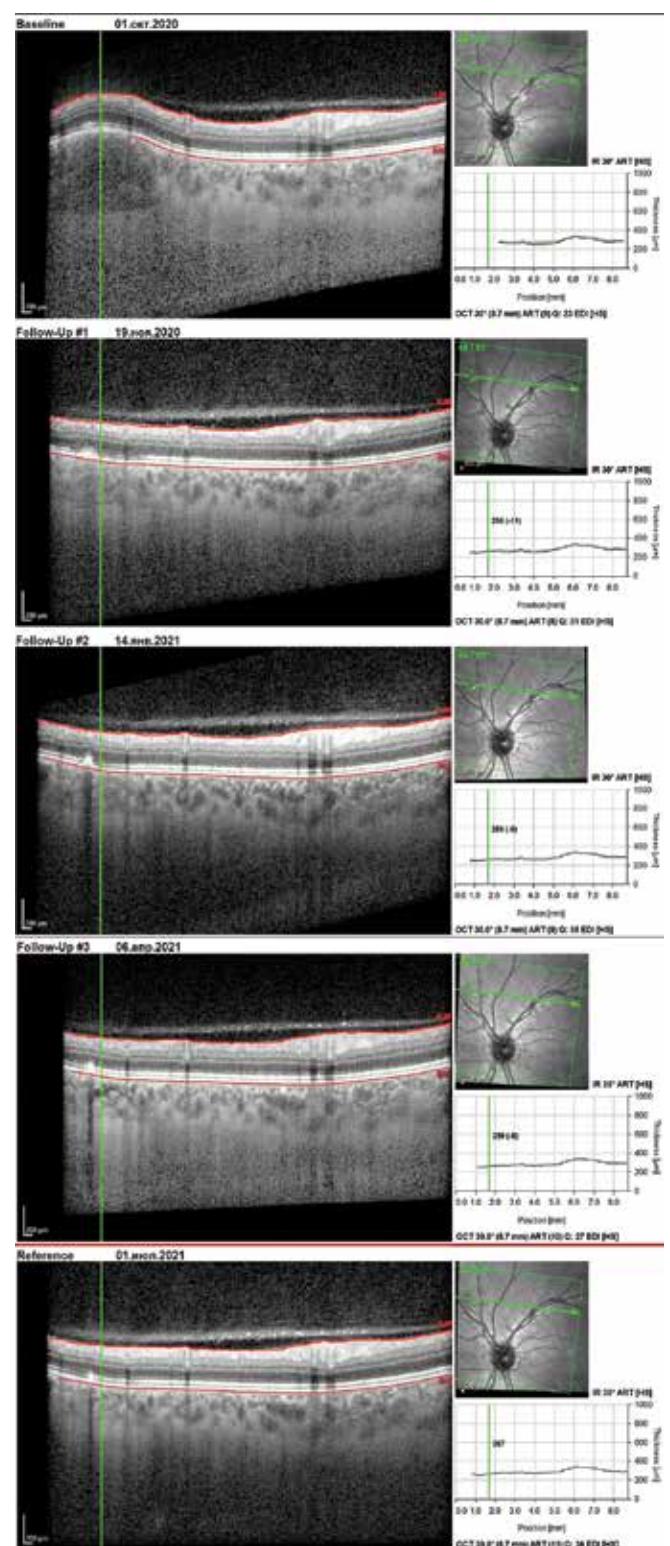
Оптическая когерентная томография левого глаза пациентки Ш., 34 лет, выполненная в режиме сравнения через 7, 15, 27 и 39 нед после первичного обследования (горизонтальный срез через центр очага по ходу верхноресничной аркады)
